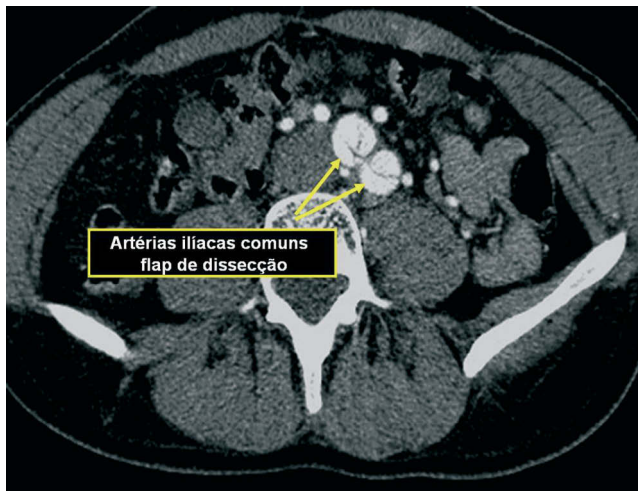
Angio-TC com corte transversal a nível da origem das artérias ilíacas comuns. Visualiza-se a extensão da dissecção até este nível.
